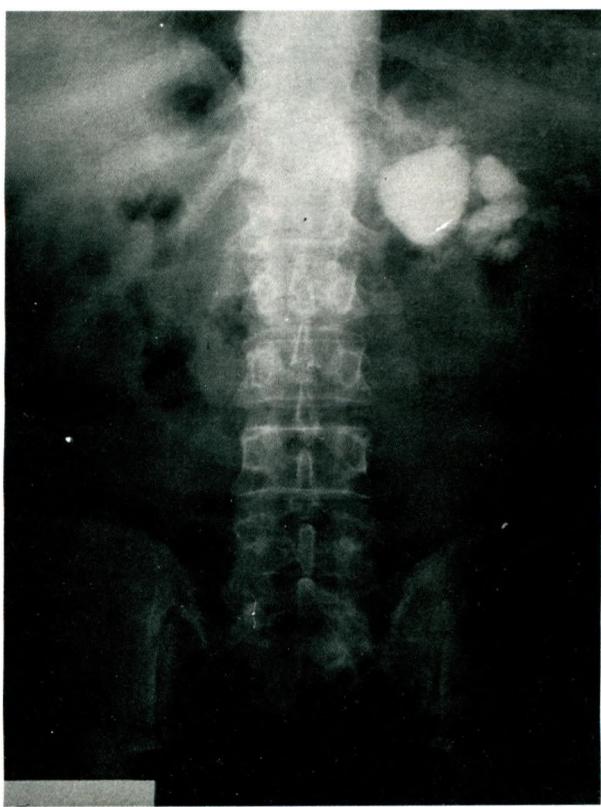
Preoperative plain radiography of the patient, mimicking a coraliform stone-like radio-opacity in a non-functioning left kidney.
